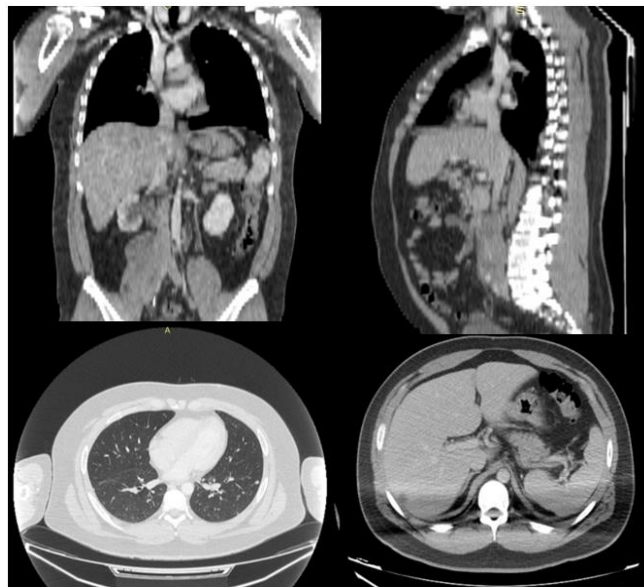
Tomografía control post 4 ciclos de BEP muestra persistencia de masa tumoral retroperitoneal, pero regresión importante de lesiones metastásicas en pulmón e hígado.
